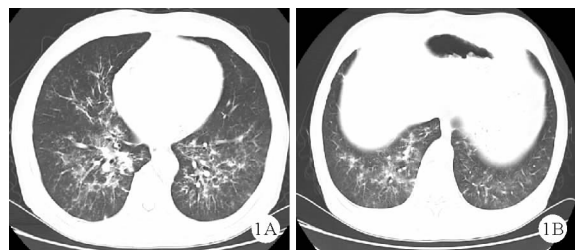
患者 2020 年 8 月 24 日胸部 CT 结果
